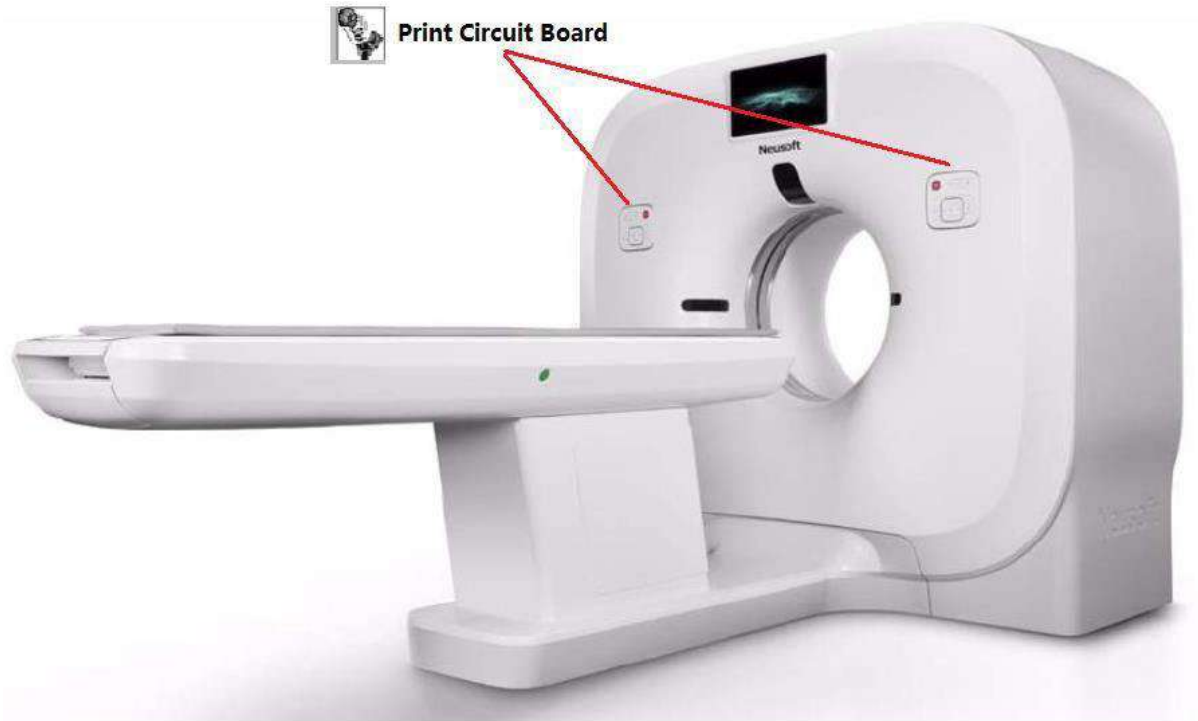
Система КТ, вид спереди
